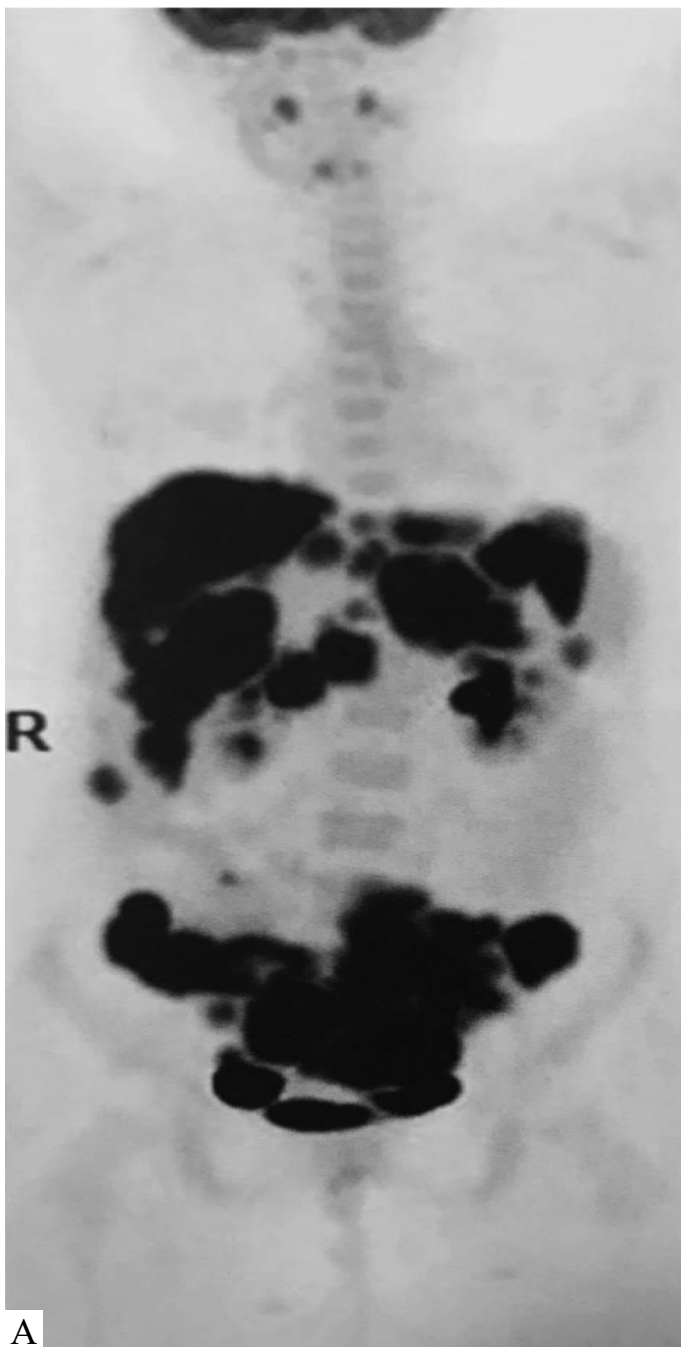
ПЕТ/КТ з  $^{18}\text{F}$ -ФДГ всього тіла. Рак яєчників, канцероматоз очеревини, стан після НАПХТ, хірургічного лікування, ад'ювантної поліхіміотерапії.  $\text{CA-125} = 234$  Од/мл. А – ПЕТ-реконструкція у фронтальній проекції; В – КТ з внутрішньовенним контрастуванням в аксіальній проекції; С – поєднане ПЕТ/КТ-зображення в аксіальній проекції. Відмічається вогнище патологічного накопичення РФЛЗ у вузловому утворенні по капсулі правої доли печінки (стрілка) [40].
